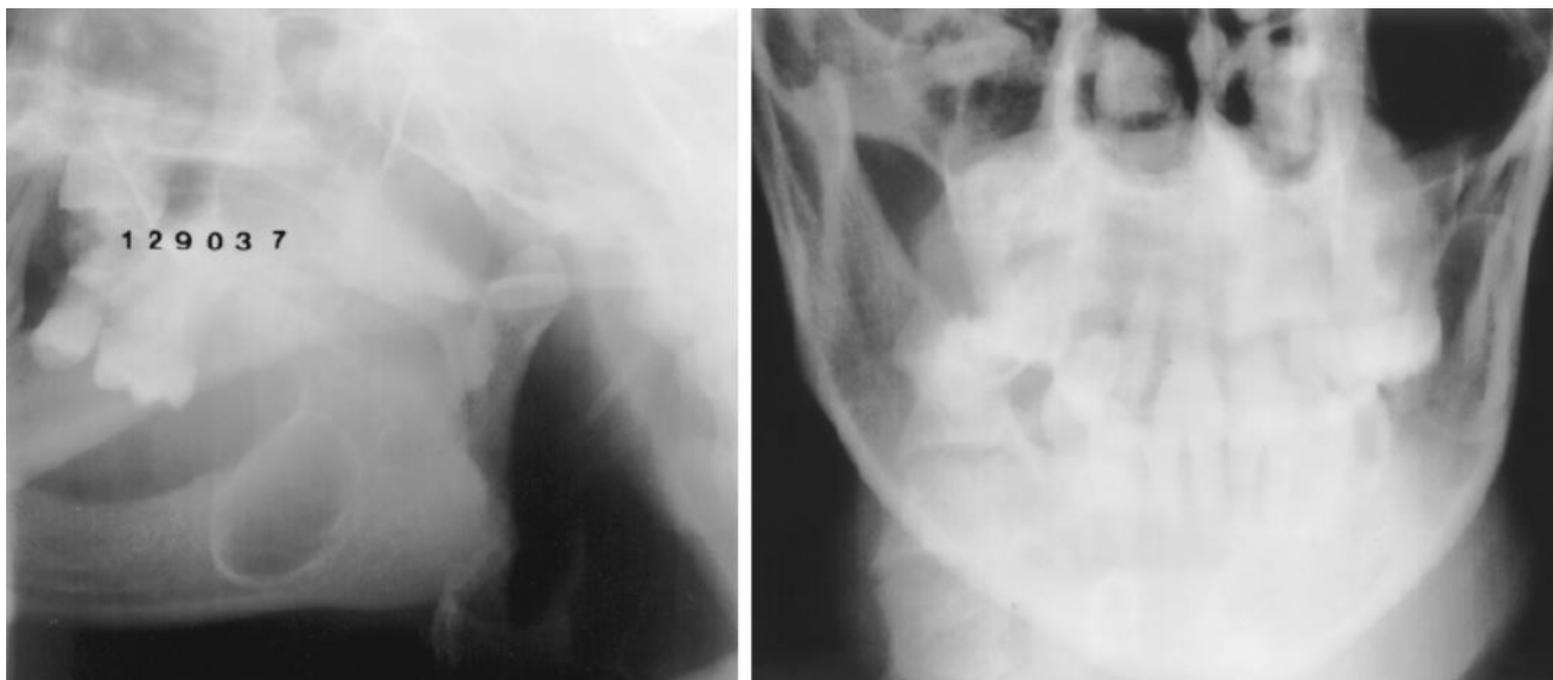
Первичный одонтогенный кератоцист у 40-летней женщины. Случайно обнаружена ненормальность на рентгенограммах с полным ртом, полученных для обычной стоматологической помощи; дополнительные рентгенографические изображения были потом получены. Не было никакой истории третьего моляра, когда-либо присутствовавшего в этом районе. (а) боковая косая рентгенограмма показывает эллипсоид, четко очерченный, кортикальный, светящийся очаг без внутренней структуры в месте соединения альвеолярный отросток и левая восходящая ветвь. (б) Фронтальная рентгенограмма показывает расширение языка. Пациент прошел marsupialization повреждения (открытие и выскабливание поражения с краями слизистой оболочки, помещенными в повреждение; слизистая оболочка растет по нижней поверхности с дефектом, оставленным открытым, и дефект заживает вторым намерением). Дифференциальный диагноз включает остаточную кисту, одонтогенную кератоцисту и амелобластому.
